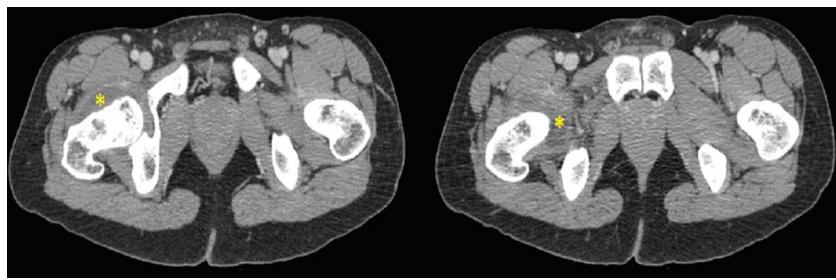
Imágenes correspondientes a la TAC realizada a nuestro paciente: ambos cortes muestran la colección líquida y el realce capsular en la articulación coxofemoral derecha (*).
